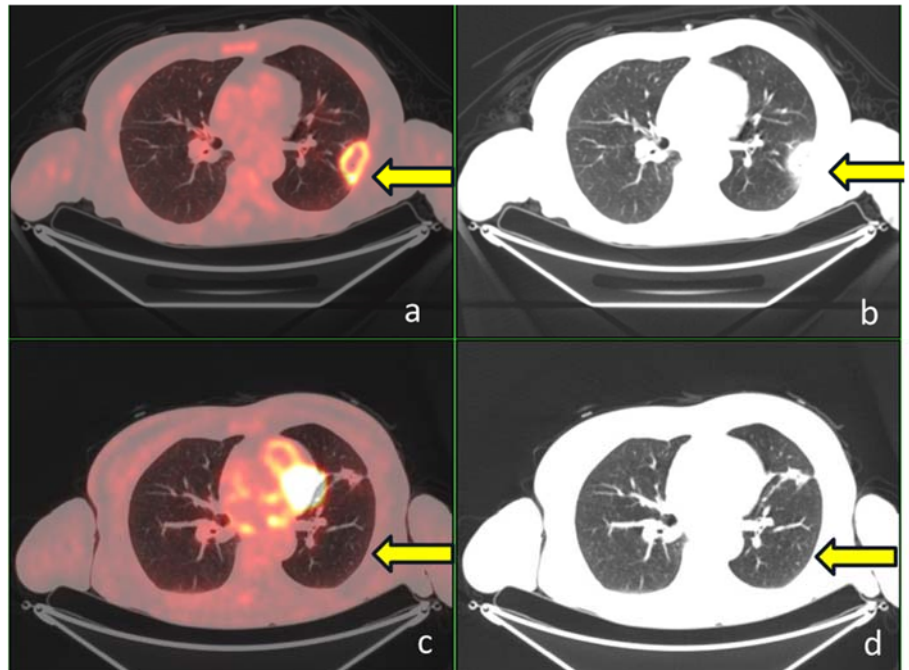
Axial CT and fusion slices of PET/CT on lung window setting before treatment. New lung abscess (arrow) in the superior segment of the left lower lobe is noted (a, b).
